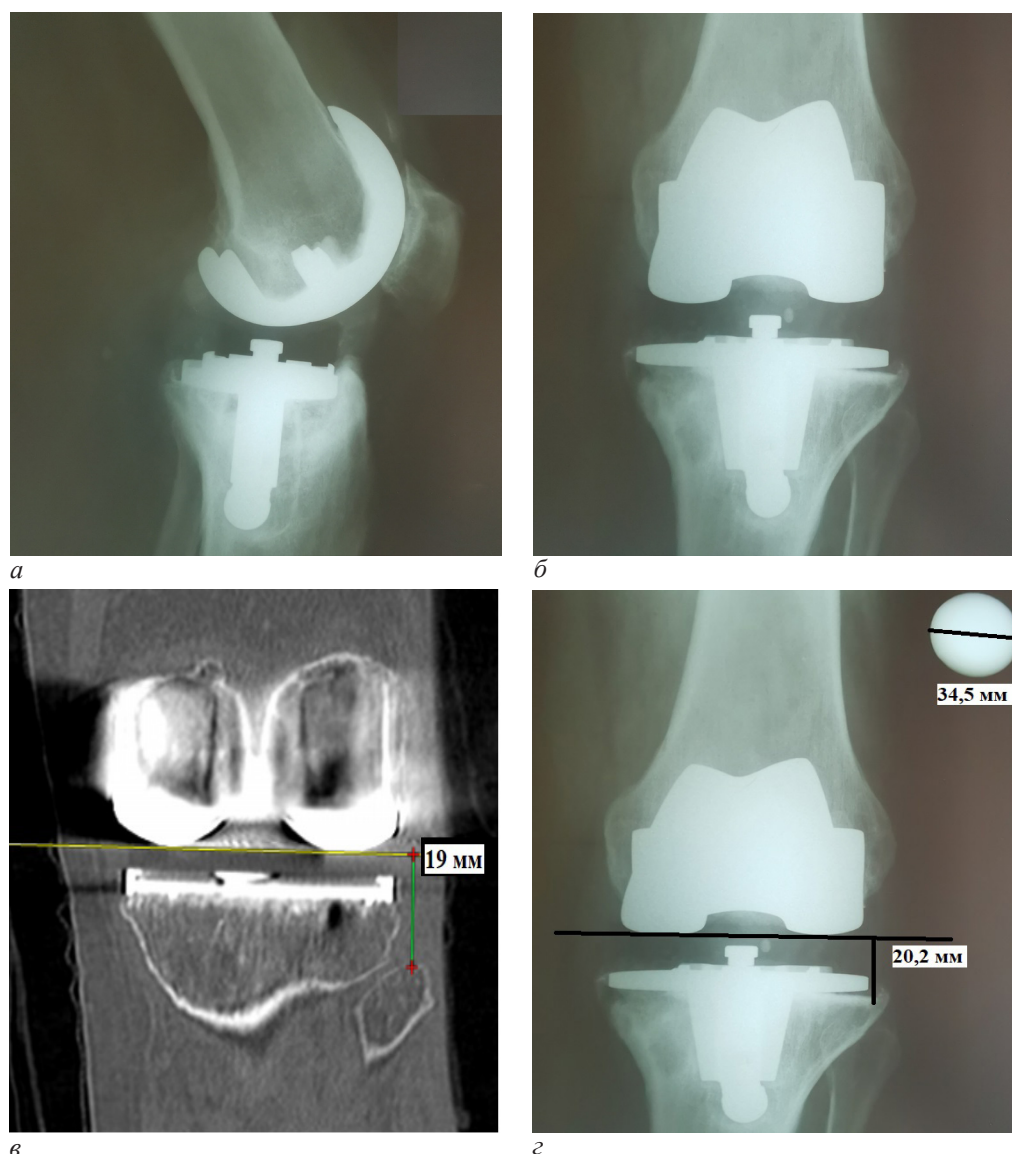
Пациент Б. Ю. И., 59 лет: рентгенограммы в сагиттальной (а) и фронтальной проекции (б), до операции; измерение уровня суставной щели: в – КТ во фронтальной проекции, г – рентгенография с шаблоном во фронтальной проекции
